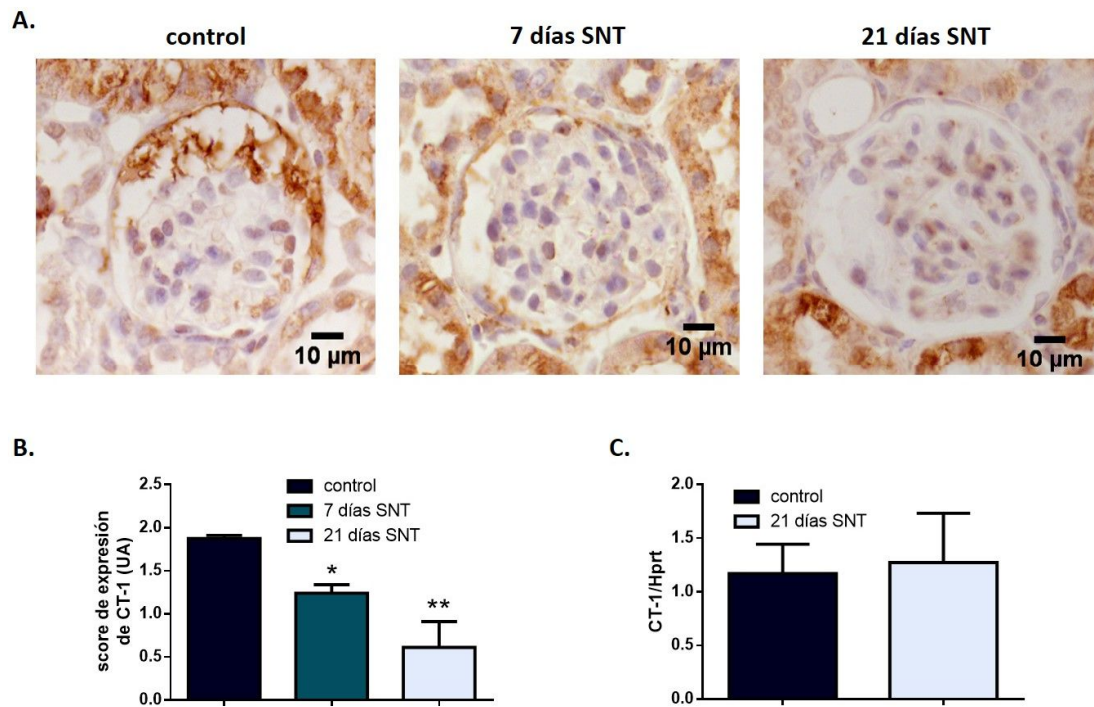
Análisis de la expresión de CT-1 en la progresión de la glomerulonefritis. A. Imágenes representativas de inmunohistoquímica de CT-1 en riñones de ratones controles y 7 y 21 días tras la administración de SNT. B. Score de expresión de CT-1 en riñones controles y 7 y 21 días tras la administración de SNT. Los datos representan la media en UA \pm EEM. Análisis estadístico: ANOVA de una vía. * $p < 0,05$,  $p < 0,01$ con respecto al control. C. Análisis mediante qPCR de la expresión de ARNm de CT-1. Se utilizó Hprt como control interno de carga; los datos representan la media \pm EEM. Test estadístico: T de Student. Control (n=6), 7 días SNT (n=6), 21 días SNT (n=5). Magnificación original: 400X. CT-1: cardiotrofina-1, EEM: error estándar de la media, SNT: suero nefrotóxico, UA: unidades arbitrarias.
